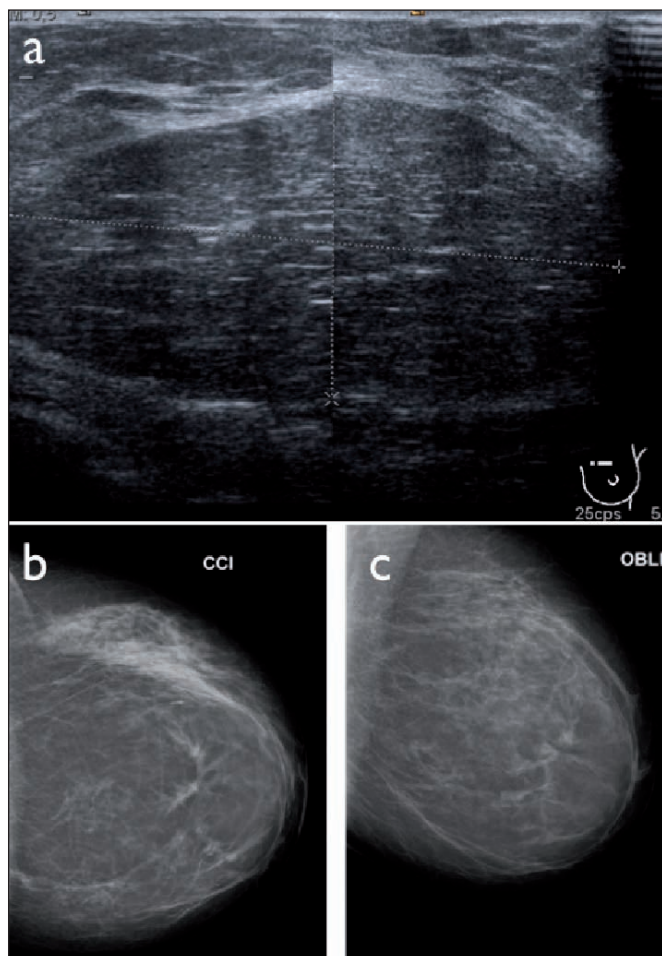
Ecografía mamaria que muestra una masa con la misma ecogenicidad de la grasa y rodeada por un fino anillo ecogénico. B. Mamografía craneocaudal y mediolateral de mama izquierda que identifica una masa de densidad grasa y con fina pseudocápsula.
